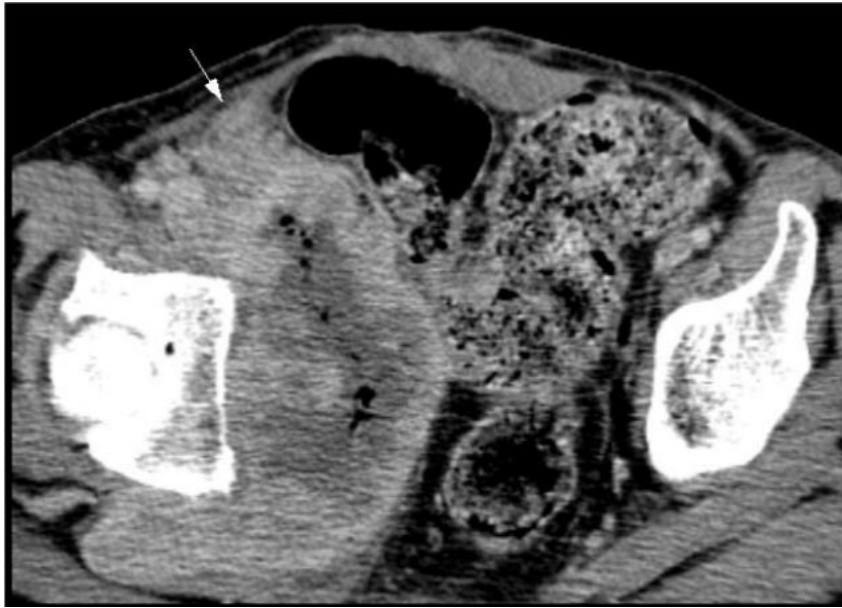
TDM montrant un Envahissement de la paroi abdominale antérieure par un carcinome épidermoïde de la vessie <Flèche> (service de radiologie du CHU Hassan II de Fès)
